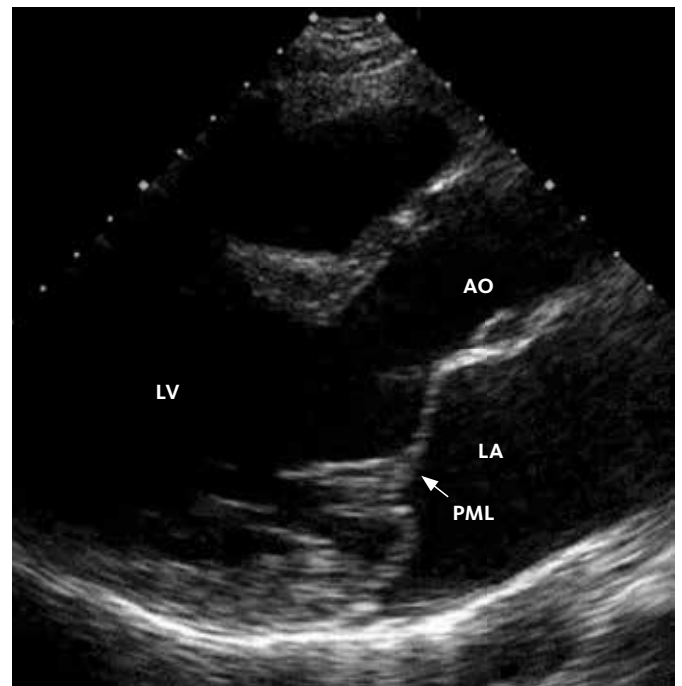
Darstellung eines Prolapses des hinteren Mitralsegels (PML) mit seiner Verdickung mithilfe der 2-dimensionalen Echokardiographie in der Längsschnittebene.
